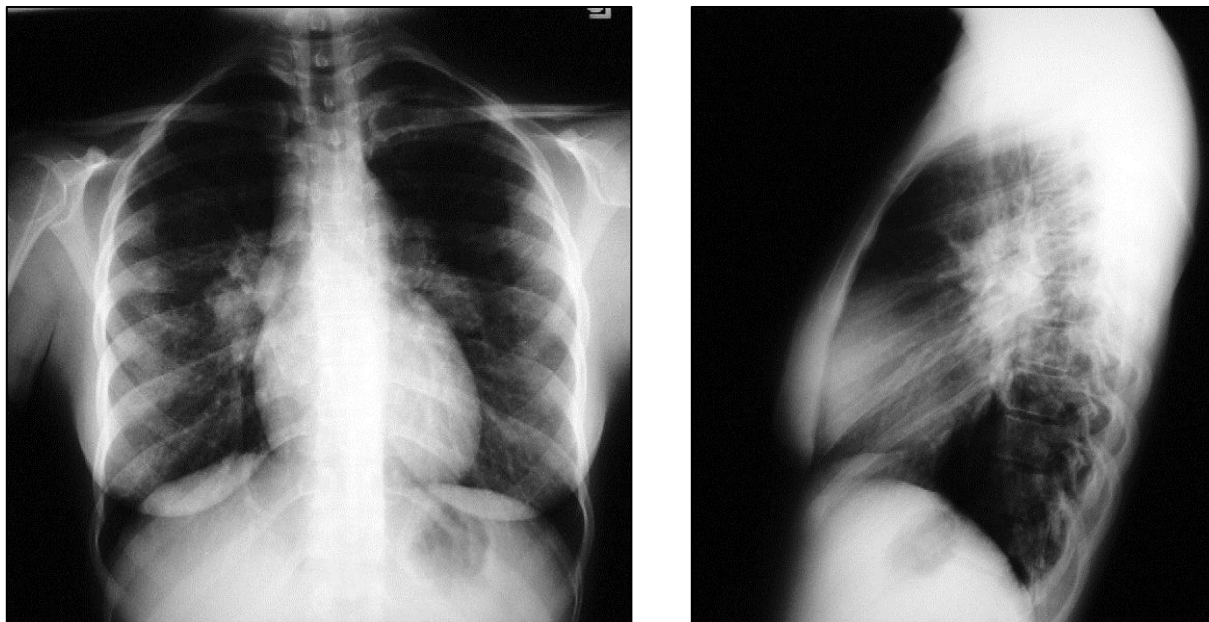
Radiografia torácica de face (à esquerda) e de perfil (à direita) com estadio I de sarcoidose pulmonar, mostrando a linfadenopatia hilar bilateral característica. Na radiografia de perfil é possível observar uma opacificação homogénea da região hilar, aspecto sugestivo de adenopatia hilar. Retirado de *Vagal et al* (8).
